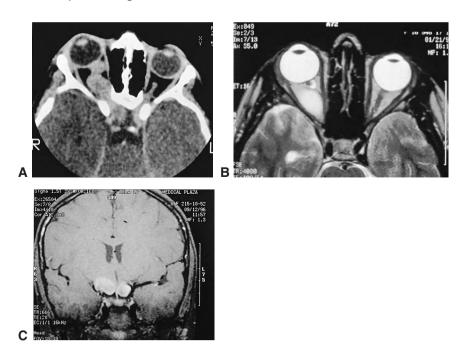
A. Scanner orbitaire injecté, coupe axiale, qui retrouve un gliome du nerf optique droit. Le nerf optique est élargi et déformé, et présente une discrète image kystique hypodense en son centre. La tumeur s'étend en intracrânien. B. Au niveau orbitaire, les coupes axiales pondérées en T2 de l'IRM (non injectée) retrouvent un gliome globulaire, élargi et hyperintense au niveau du nerf optique droit. C. La coupe coronale pondérée en T1 de l'IRM montre un volumineux élargissement de la jonction des nerfs optiques et du chiasma.
